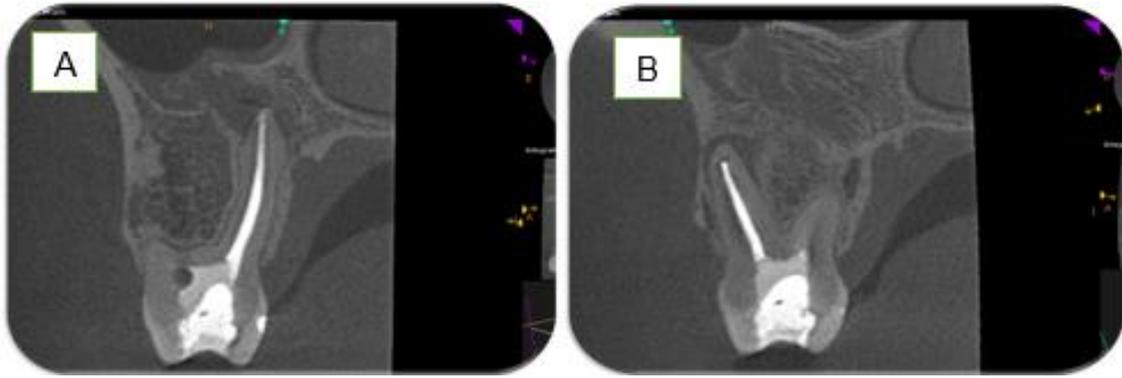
Tomografia em corte sagital da raiz palatina mostrando rompimento da cortical óssea e velamento do seio maxilar. Setembro de 2020.
